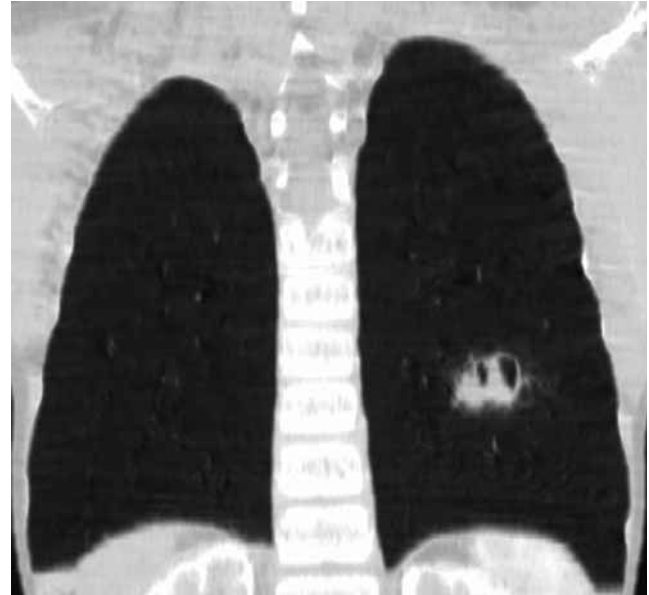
TC de tórax, MPR coronal, donde se aprecia la lesión definida en la figura 2.
